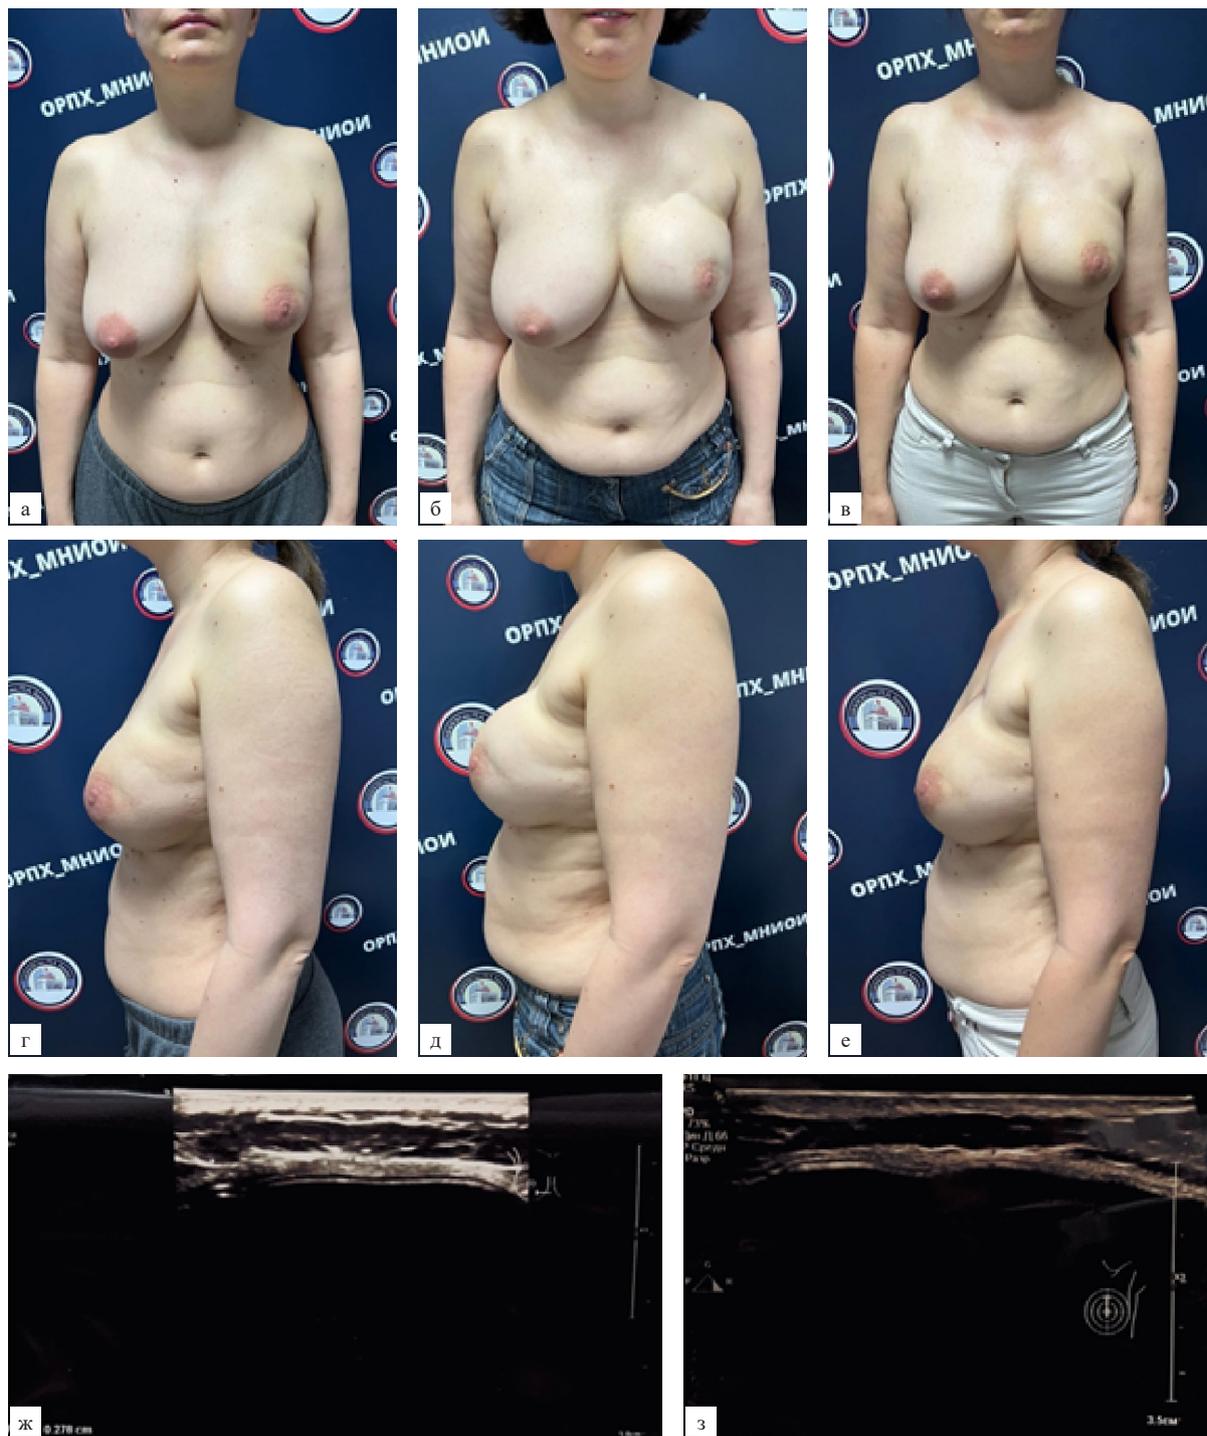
а — перед лучевой терапией, прямая проекция; б — 3 года после лучевой терапии, КК III степени по J.L. Baker; перед 1 введением БТА, прямая проекция; в — через 2 мес. после 2 введений БТА, прямая проекция; г — перед лучевой терапией, боковая проекция; д — 3 года после лучевой терапии, КК III степени по J.L. Baker; перед 1 введением БТА, боковая проекция; е — через 2 мес. после 2 введений БТА, боковая проекция; ж — толщина фиброзной капсулы, по данным УЗИ, до введения БТА (максимально — 2,9 мм; минимально — 1,6 мм); з — толщина фиброзной капсулы, по данным УЗИ, через 2 мес. после введения БТА (максимально — 2,0 мм; минимально — 1,1 мм)
